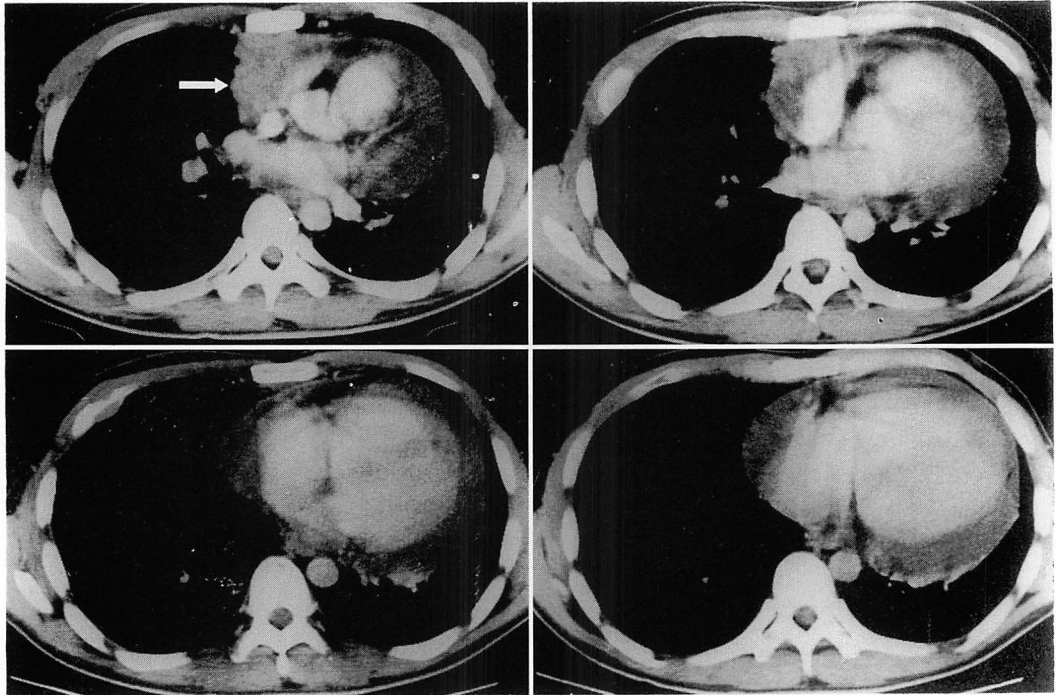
Enhanced X-ray CT images (Case 19).
